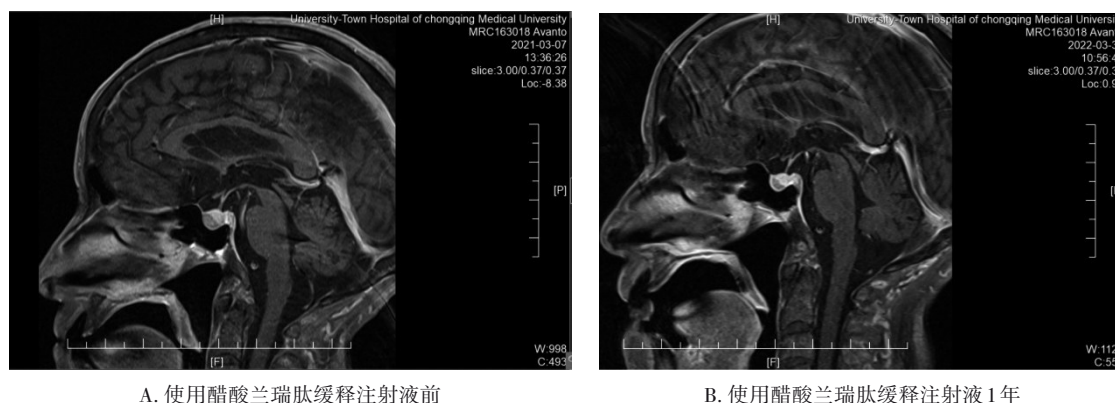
使用醋酸兰瑞肽缓释注射液前及使用 1 年后 MRI
